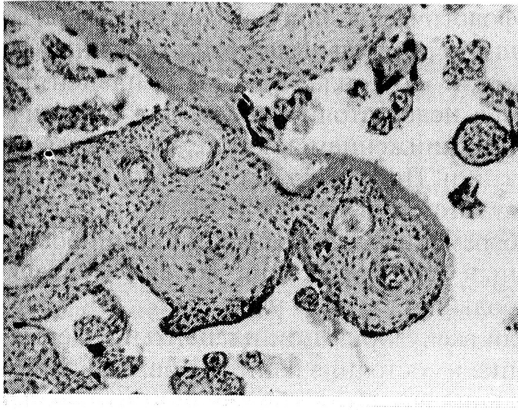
Артериосклероз и почти полное закрытие просвета сосудов в средних ворсинах, очаговый продуктивный виллузит при уреоплазмозе.  $\times 100$ .
